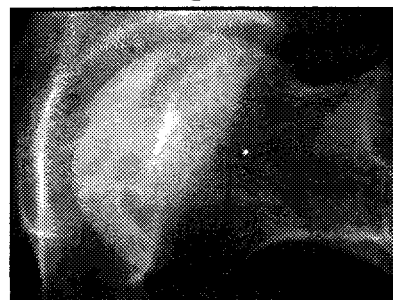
Radiografía axial
